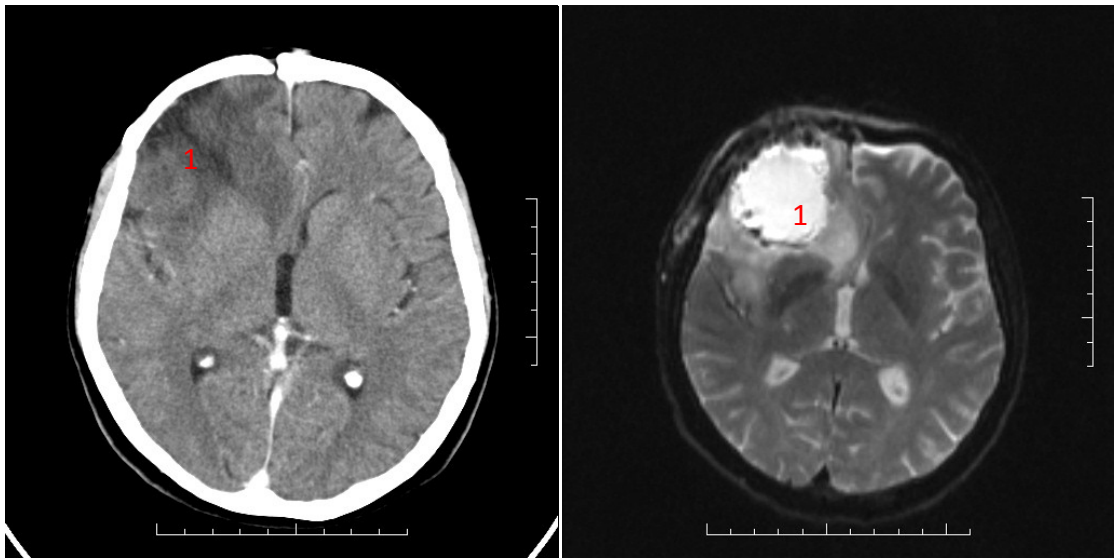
CT snímek (nalevo) a MRI snímek (napravo) zobrazující otok (1) kolem nádoru, kdy nádor není viditelný z důvodu absence kontrastní látky
